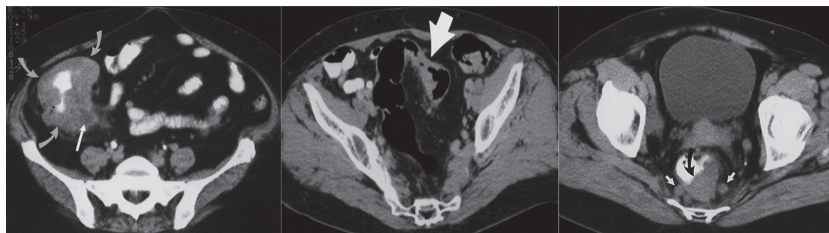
МСКТ — рак толстой кишки (слепая кишка, поперечно-ободочная кишка, прямая кишка — стрелки).
